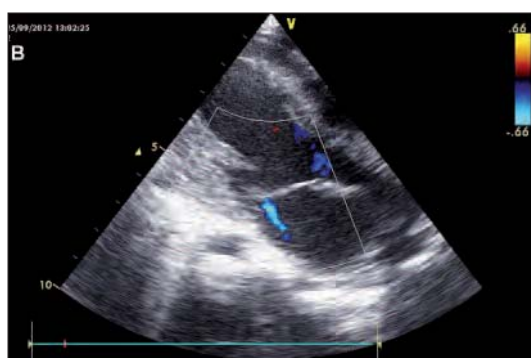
Modified parasternal long axis view showing a dilated left ventricle and mild mitral insufficiency. Papillary muscle echogenicity is not increased.
